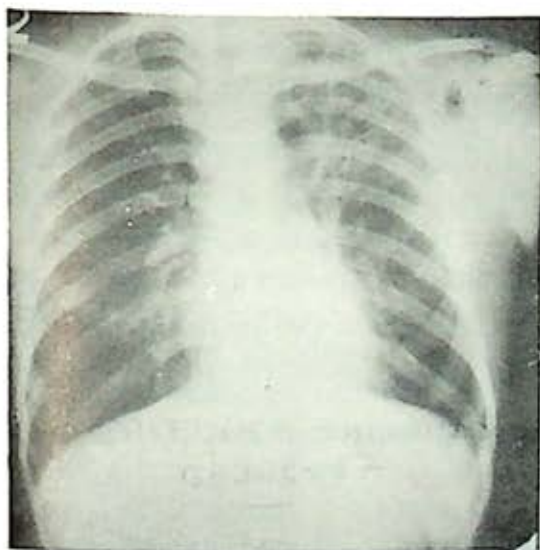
Nocardiosis. A. S. caso clínico. Telerradiografía P. A. que presenta imágenes nodulares y fibrosas lineales en vértice e intercostales izquierdos.
